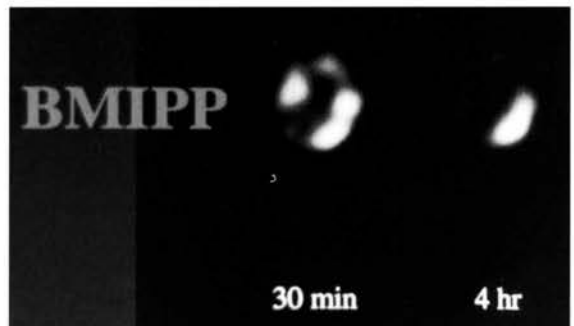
肥大型心筋症におけるI-123 BMIPP心筋SPECT像(体軸横断像)。心尖部から中隔にかけての集積は前期像(30分)で少し低下し、後期像(4時間)にて高度なwashoutを示す。
